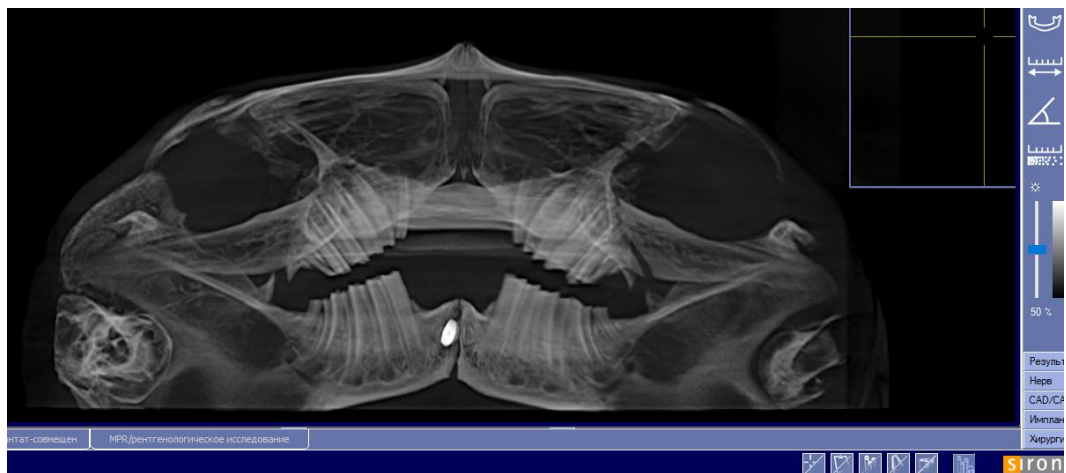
Мониторинг эксперимента с помощью конусно-лучевой компьютерной томографии.
